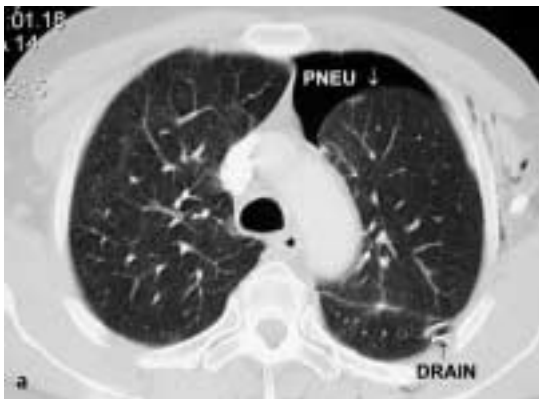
a CT-Thorax (vom 4.5.01), Lungenfenster, mit Darstellung des Pneumothorax links bei teilkollabierter Lunge (Pfeil oben im Bild) und nach Drain-Anlage (Pfeil unten im Bild).
